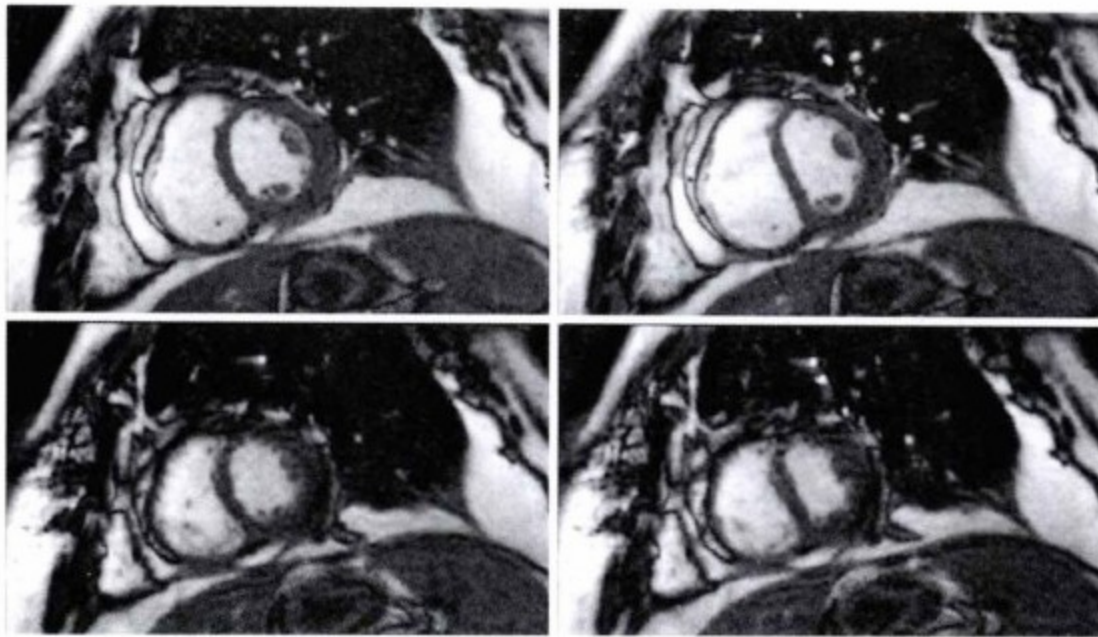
CMR 的 SSFP 序列短轴位图像。左图为舒张晚期,右图为舒张早期。可见舒张早期室间隔的偏移即 M 型超声中所见的舒张早期的凹陷。
